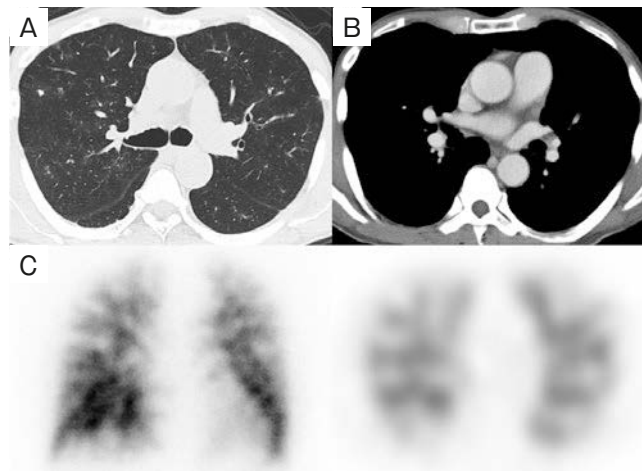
Imaging findings. (A) Chest computed tomography (CT) scan showed patchy ground glass opacities and small nodular shadows. (B) Contrast-enhanced CT scan showed no apparent thrombi in the pulmonary arteries. (C) Pulmonary perfusion scintigraphy shows multiple nonsegmental defects.
